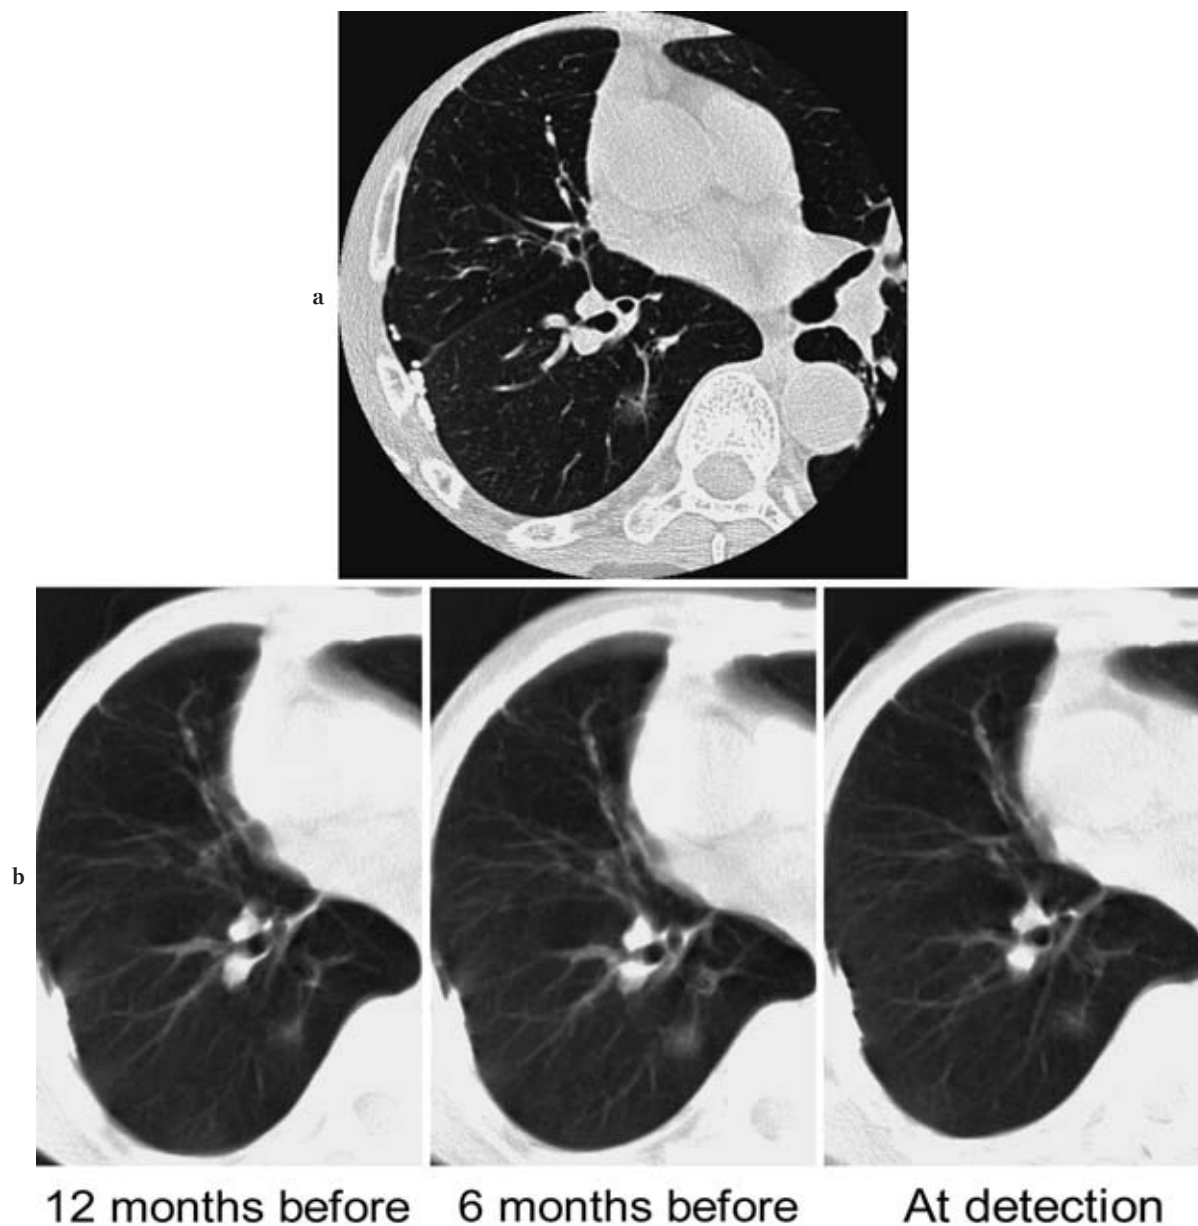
A case of lung adenocarcinoma with old tuberculosis. (a) Thin-section CT. (b) Screening CT images (from the left side) 12 and 6 months before detection and at detection.
